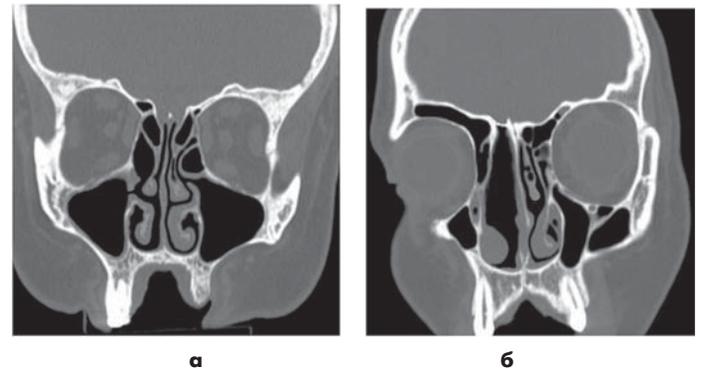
Компьютерная томография околоносовых пазух. Коронарная проекция. 3 мес после закрытия ликворной фистулы. (фронтальная проекция).
